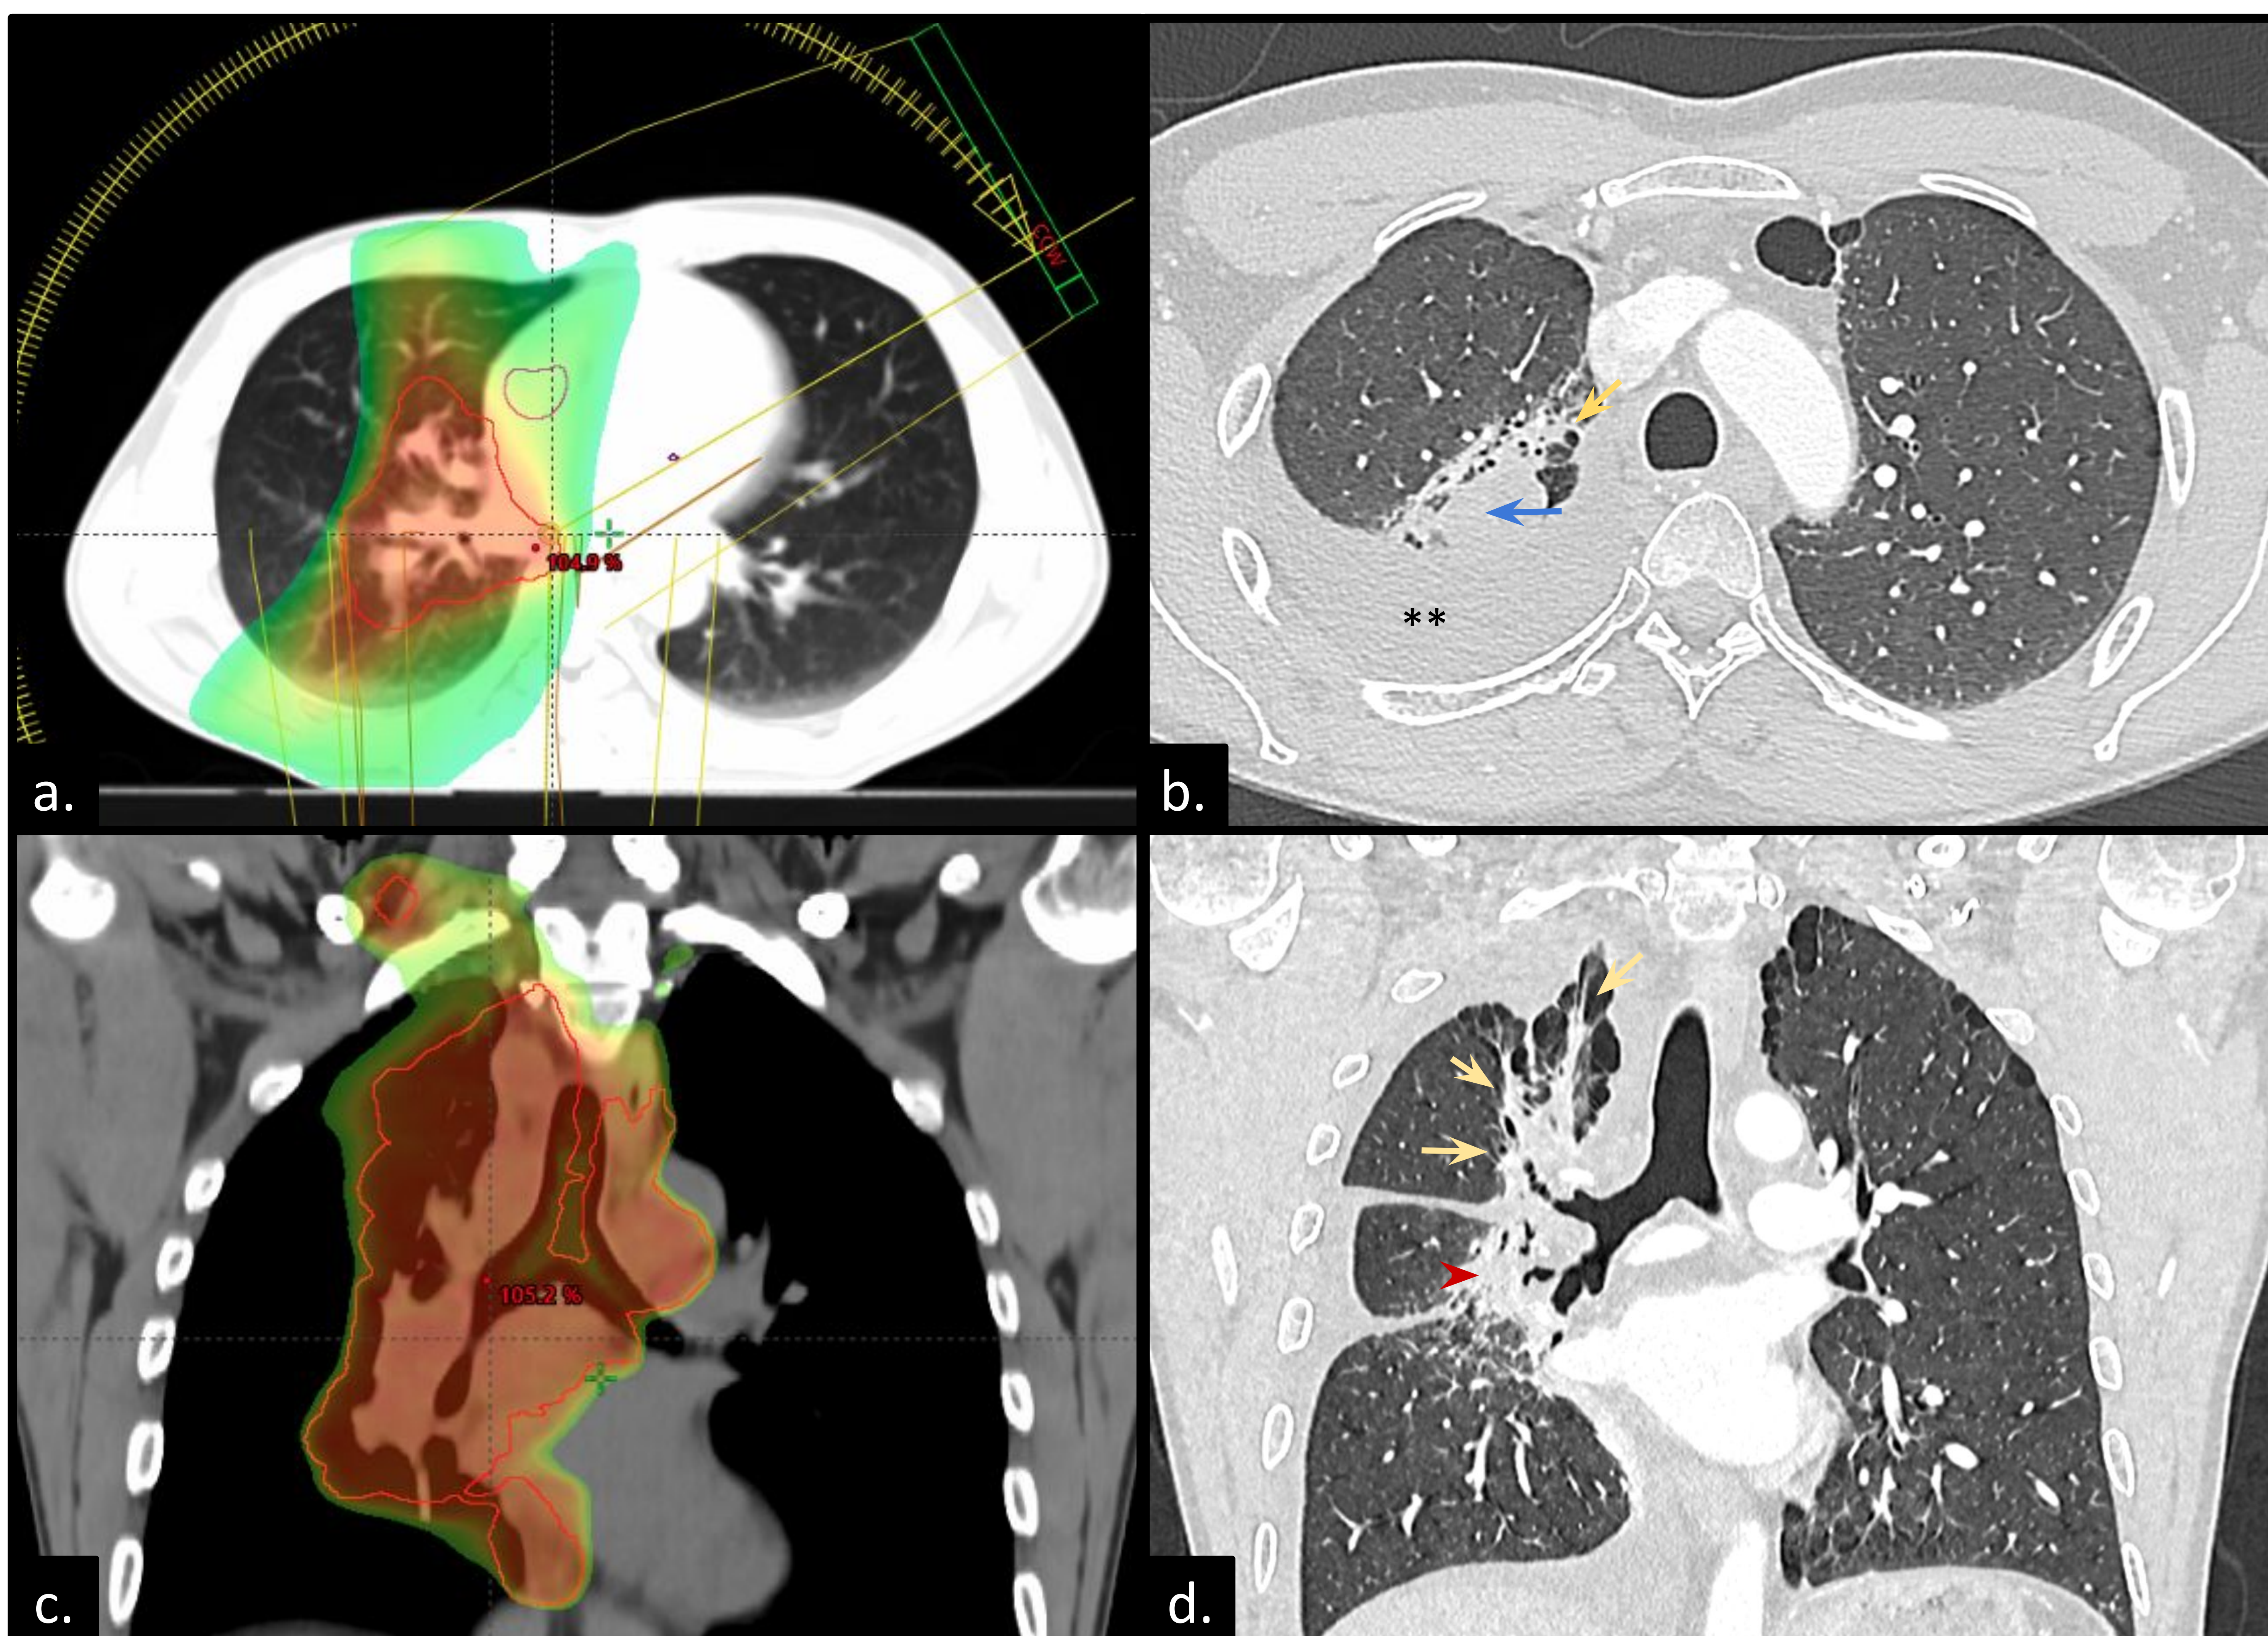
Estudio de control en la misma paciente anterior. (a) Imagen axial de TC en ventana de pulmón y (c) reconstrucción coronal de TC en ventana de partes blandas reconstruida dosimétricamente que muestra la lesión primaria tratada con radioterapia. (b) Imagen axial y (d) reconstrucción coronal de TC en ventana de pulmón obtenida 9 meses después de la finalización de la radioterapia, muestra las manifestaciones típicas de la lesión pulmonar tardía inducida por la radiación. La consolidación en el campo de radiación se ha reducido. Un borde nítido separa la lesión pulmonar inducida por la radiación del tejido pulmonar normal, con persistencia de la lesión tumoral (flecha azul). Es frecuente que los distintos tipos de patrones radiológicos post radioterapia se solapen, encontrándose varios en un mismo paciente; en este caso podemos identificar cambios tipo mass-like (cabeza de flecha roja) asociado a desestructuración parenquimatosa con pérdida de volumen formación de bullas y bronquiectasias de tracción (flechas amarillas), además de derrame pleural crónico ().
